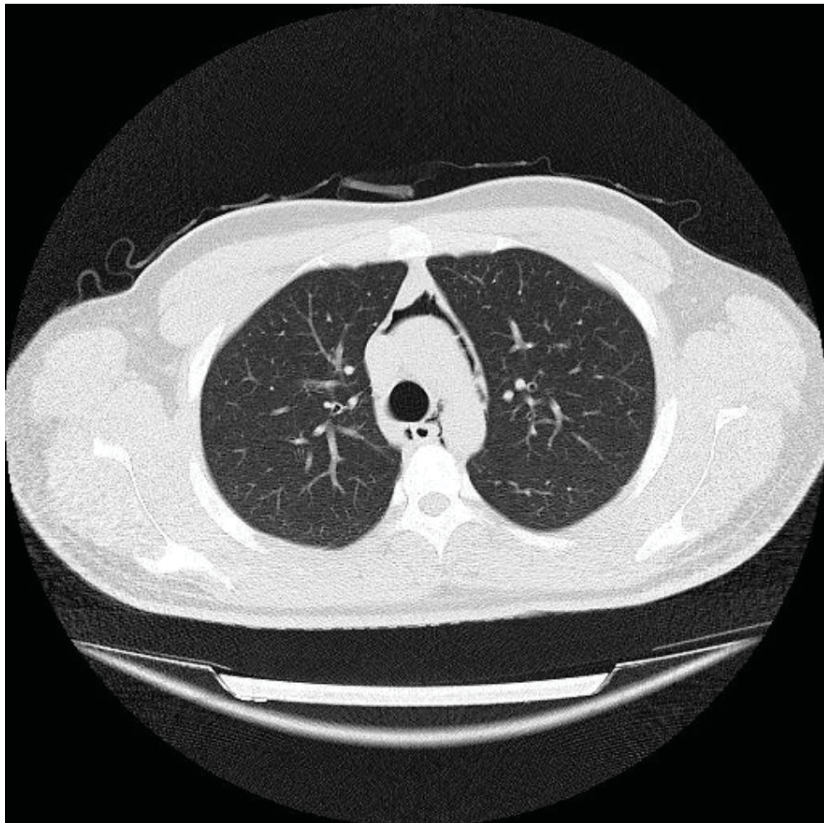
Corte transversal de tomografía axial computerizada (TAC) torácico sin contraste, en el que se evidencia densidad “aire” en cavidad mediastínica anterior y en menor medida en región peribronvascular.
